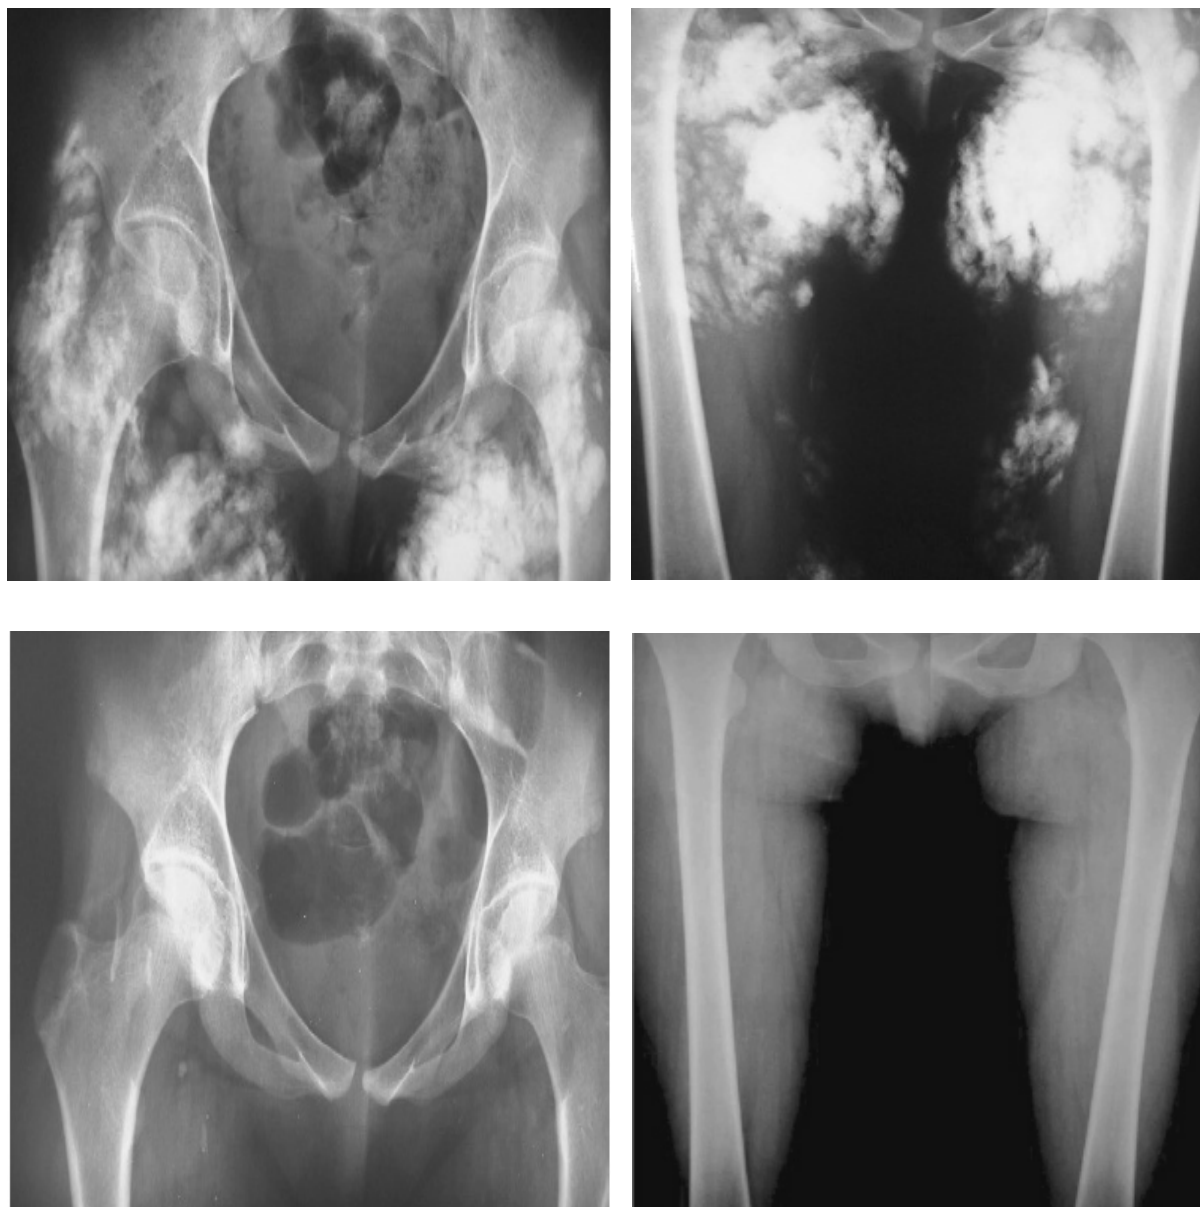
Radiographies d'une fille de 14 ans atteinte de DMJ compliquée de calcinose cutanée, avant et après traitement par pamidronate, montrant une disparition complète de la calcinose.
